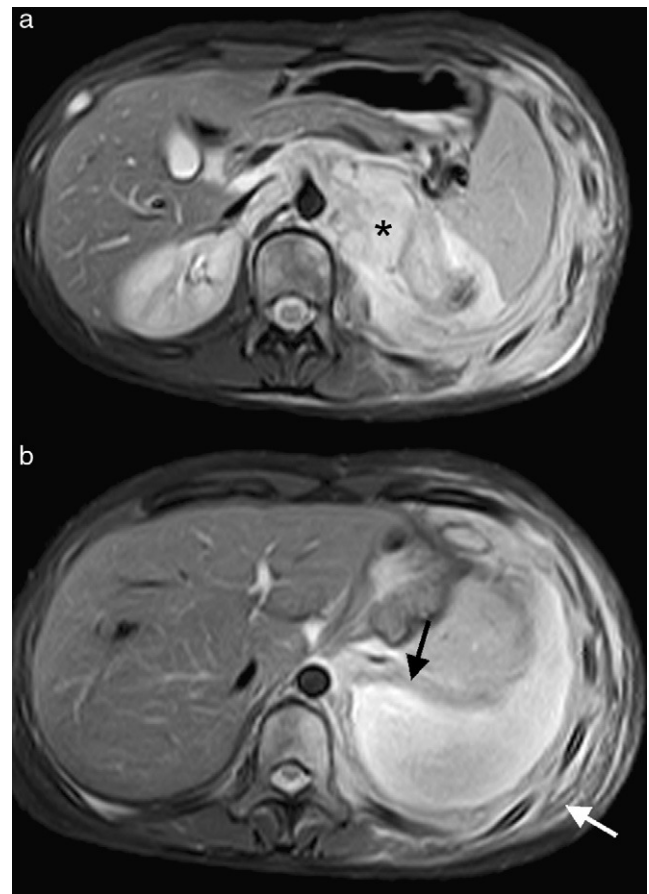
RM abdominal (plano axial T2 STIR). a: masa retroperitoneal que rodea a la aorta e infiltra el pilar diafragmático izquierdo (asterisco). b: la masa se extiende hacia el tórax infiltrando el diafragma (flecha gruesa) y la pared torácica (flecha fina).
